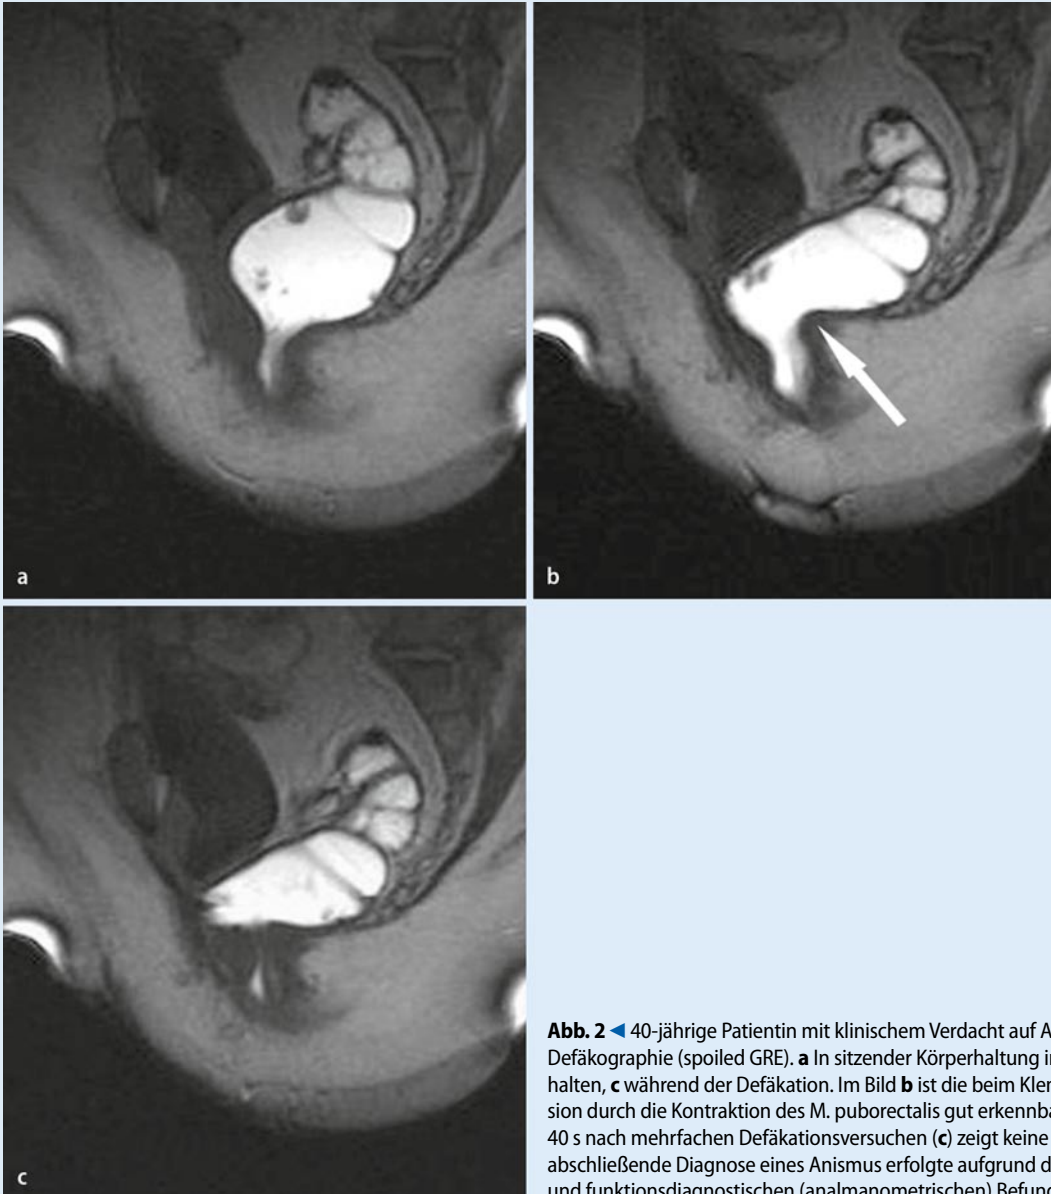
◀ 40-jährige Patientin mit klinischem Verdacht auf Anismus, T1-gewichtete MR-Defäkographie (spoiled GRE). a In sitzender Körperhaltung in Ruhe, b beim Klemmen/Einhalten, c während der Defäkation. Im Bild b ist die beim Klemmen entstehende Impression durch die Kontraktion des M. puborectalis gut erkennbar (Pfeil). Die MRT-Aufnahme 40 s nach mehrfachen Defäkationsversuchen (c) zeigt keine Entleerung des Rektums. Die abschließende Diagnose eines Anismus erfolgte aufgrund des klinischen, radiologischen und funktionsdiagnostischen (analkanometrischen) Befundes
